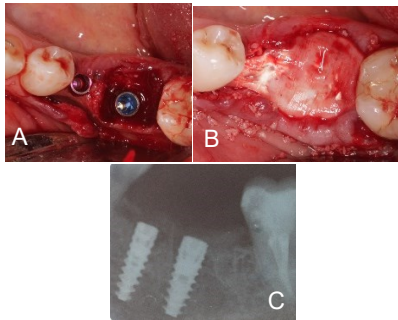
A) Vista oclusal de implantes 35 y 36. B) Membrana de colágeno reabsorbible. C) Radiografía de implantes.
